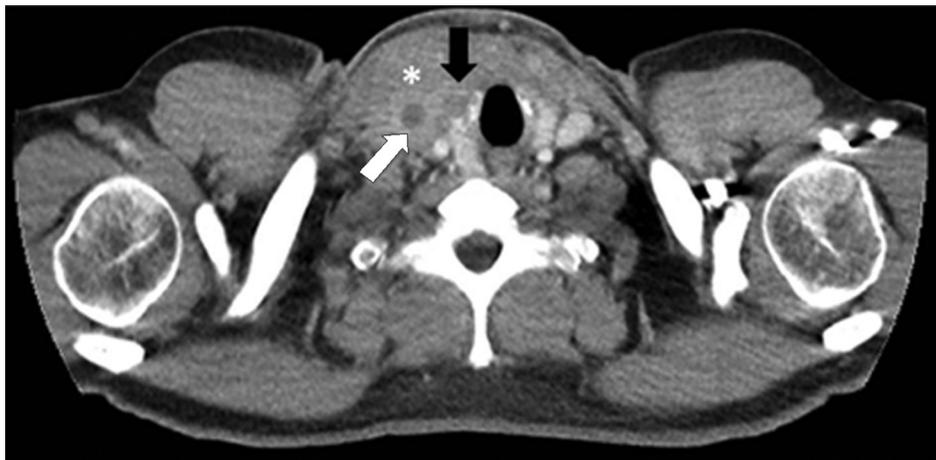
Corte axial de angiotomografía de cuello. Asterisco: formación expansiva (95 x 75 x 40 mm) que realza ante la administración de contraste endovenoso en región correspondiente al músculo ECM derecho que desplaza a la laringe hacia el lado izquierdo. Flecha blanca: área de necrosis dentro de la formación. Flecha negra: vena yugular interna derecha trombosada.
